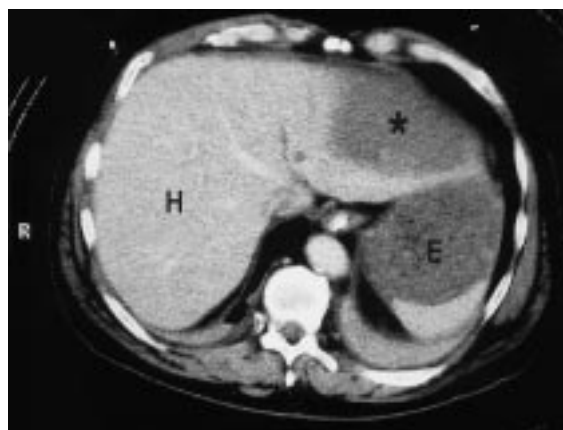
TAC abdominal con administración de contraste intravenoso en donde se muestra el hematoma subcapsular hepático (*). H: hígado, y E: estómago.
